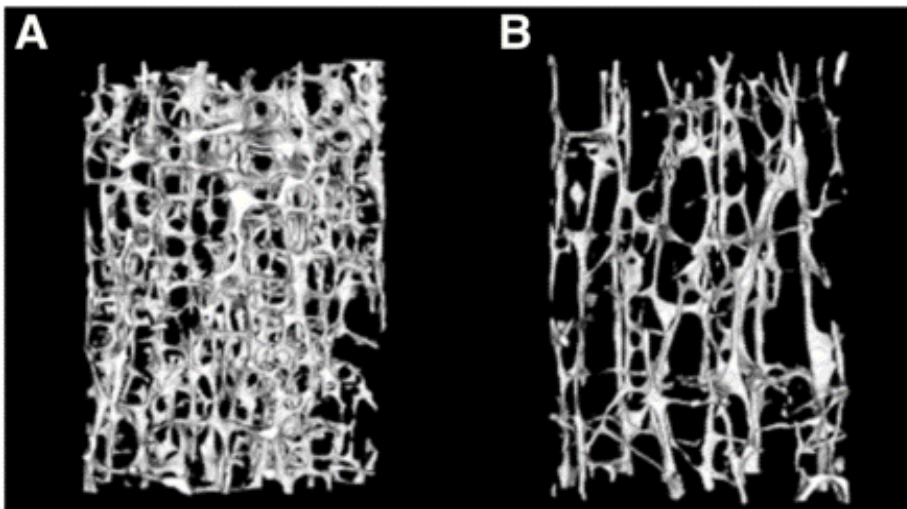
Mikro-CT tredimensionale. Humbja e trabekulave horizontale në osteoporozën (A) dhe (B) me frakturë vertebrale. (Journal of Nuclear Medicine Prill 2021, Katherine N. Haseltine)
